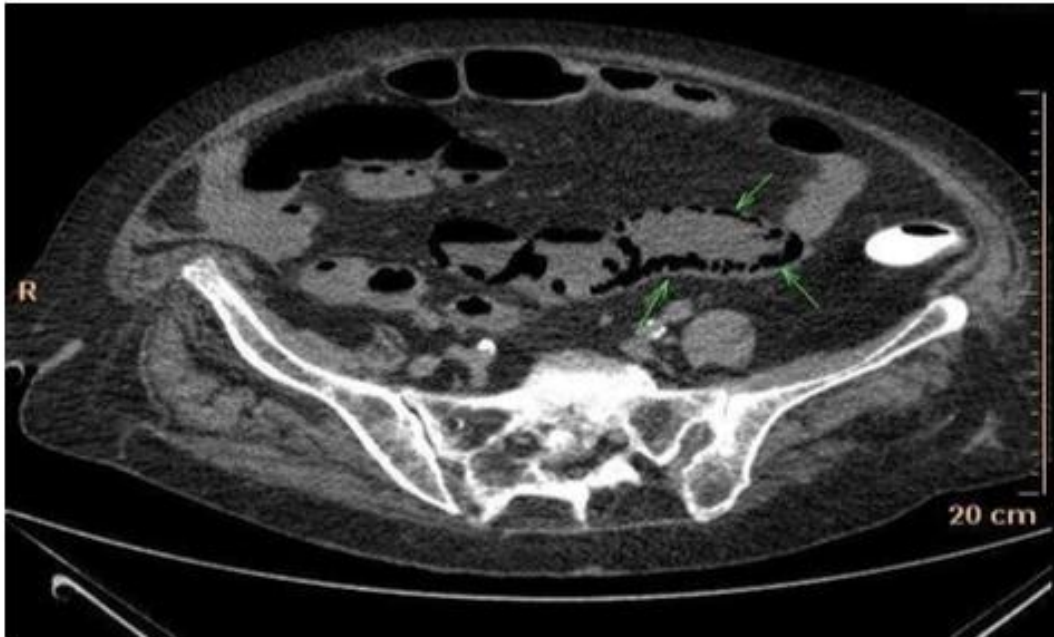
TDM abdominale coupe axiale objectivant une aéromésentérie
